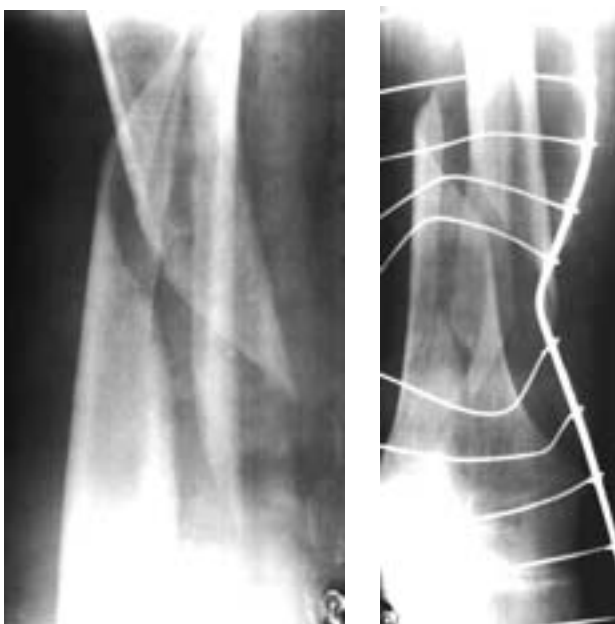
Фотовідбитки оцифрованих рентгенограм стегна пацієнта П. (і/х№1556)
